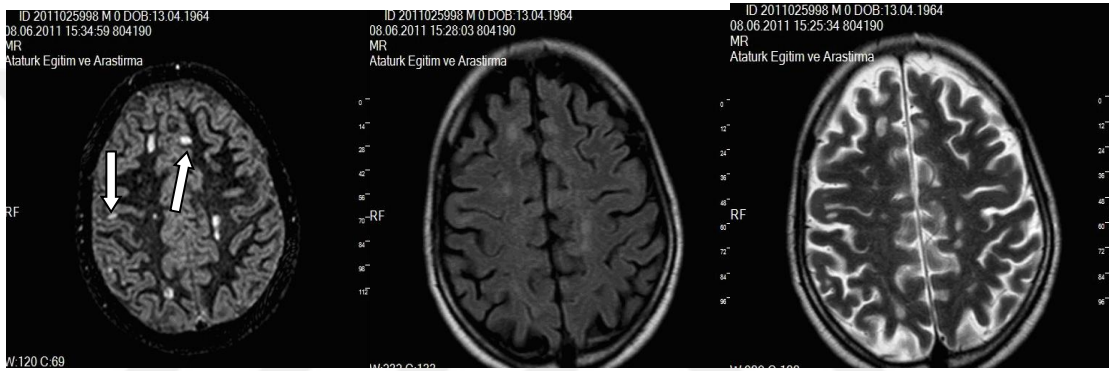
DIR'da görülen FLAIR ve T2 imajlarda izlenmeyen miks beyaz cevher-gri cevher yerleşimli bir lezyon
